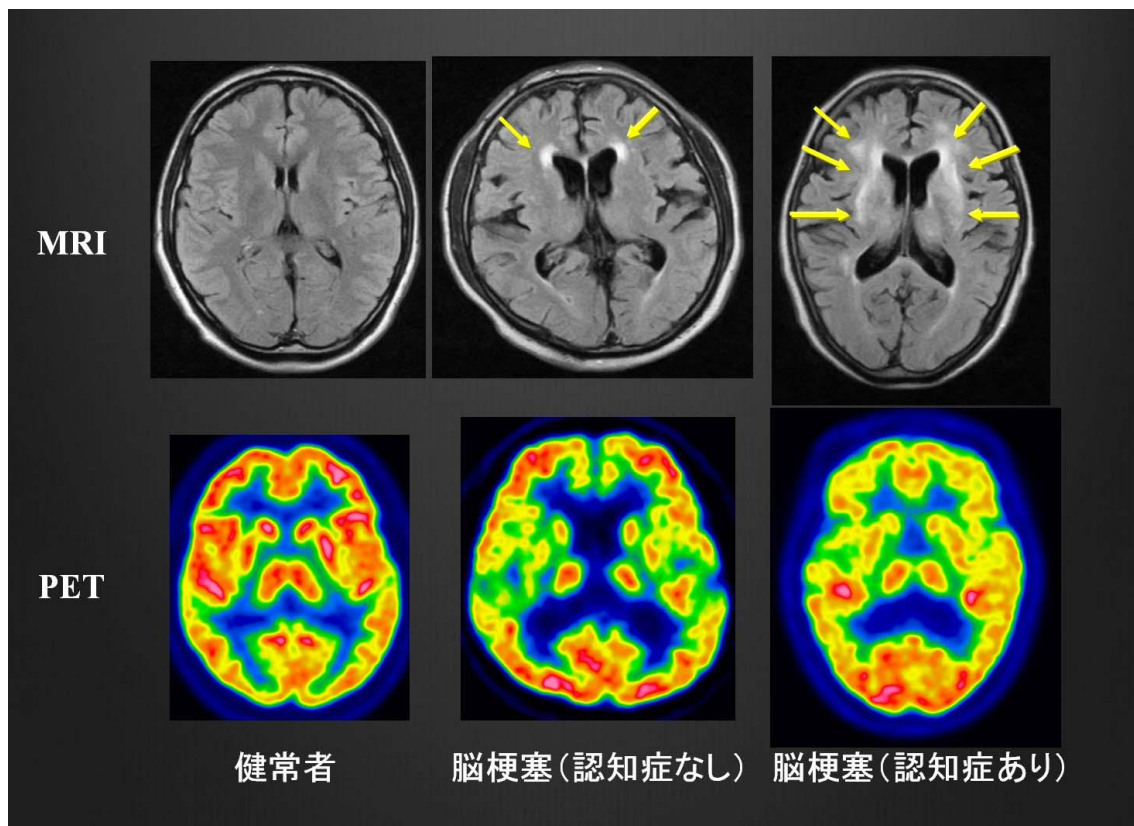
健常者と脳梗塞例の MRI と PET
